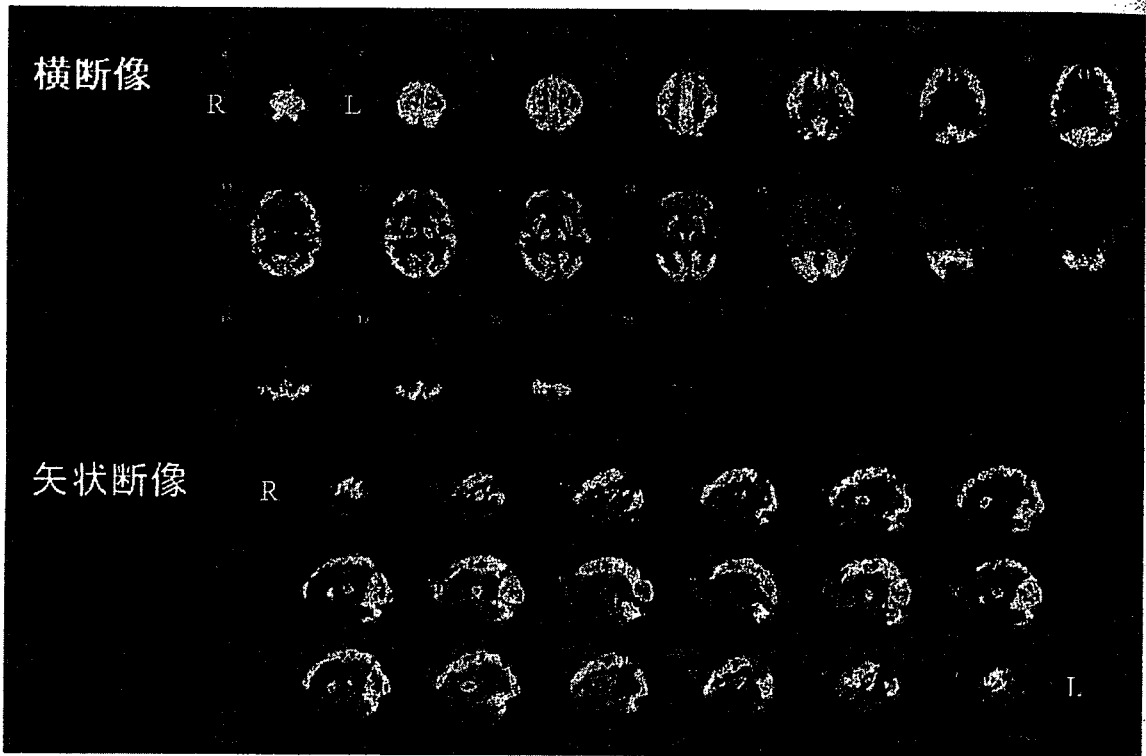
<sup>18</sup>F-FDG-PET 断層画像
